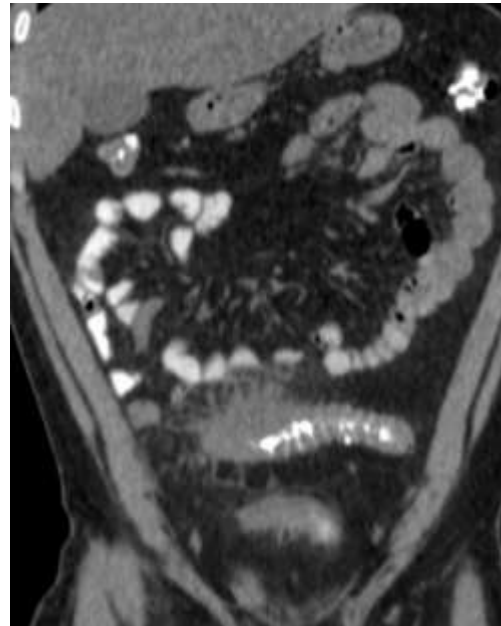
TC Abd contraste oral, reconstrucción coronal: engrosamiento de la pared del sigmoides con estriación de la grasa adyacente (diverticulitis).
